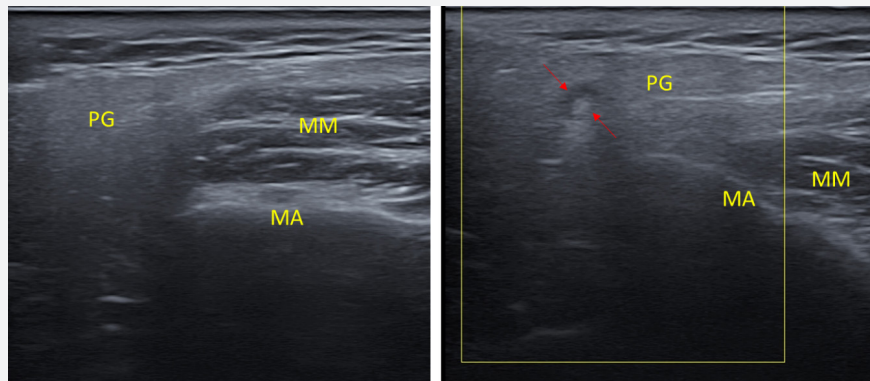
정상 이하선의 초음파영상과 내부 존재하는 림프절(적색화살표) (PG; parotid gland MM; masseteric muscle, MA; mandible)
